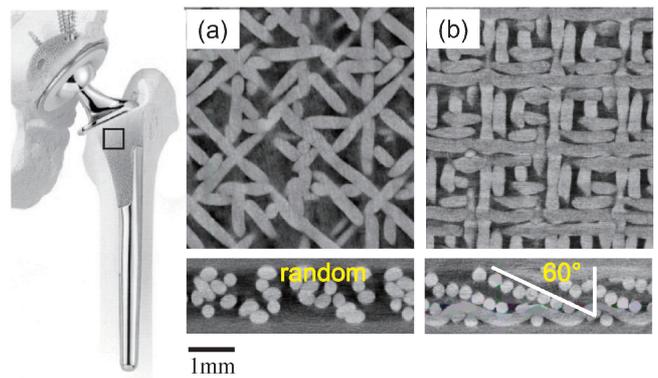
人工股関節インプラントの近位部表面に施されたポラス部のマイクロ CT 画像. (a) 従来のランダムメッシュ, (b) 60°配向性孔チタンメッシュ.
